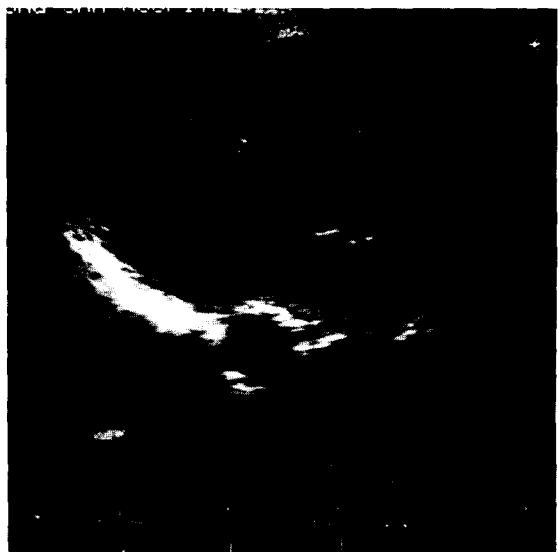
55세, 여자, RA myxoma. Postoperative Two-Dimensional Ecocardiogram.
